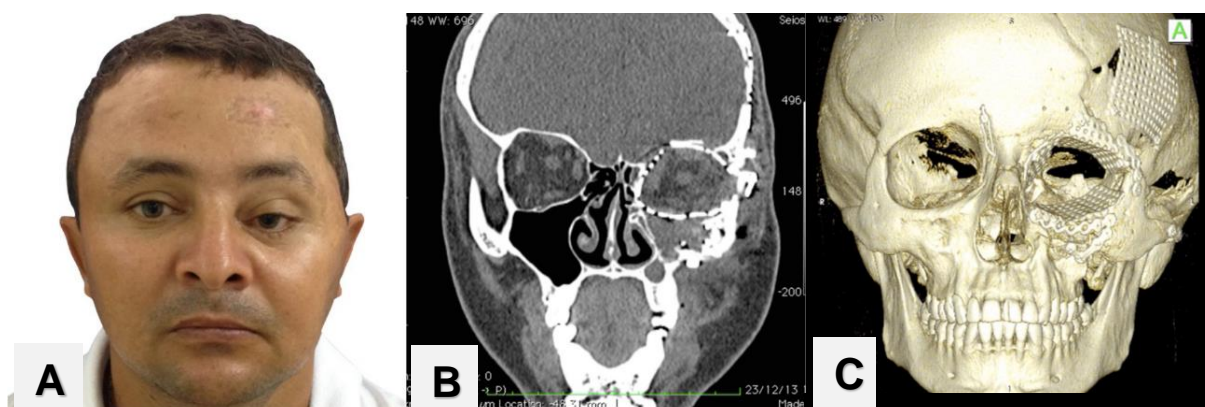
A) Imagem frontal do paciente, 8 meses após a cirurgia, mostrando a melhora da assimetria facial. B) Corte coronal da TC, após a cirurgia, evidenciando a melhora do rebaixamento do teto orbitário e do volume orbitário. C) Reconstrução 3D do crânio do paciente após a cirurgia, demonstrando a correção do defeito fronto-parietal com tela de titânio e a diminuição do volume orbitário.
